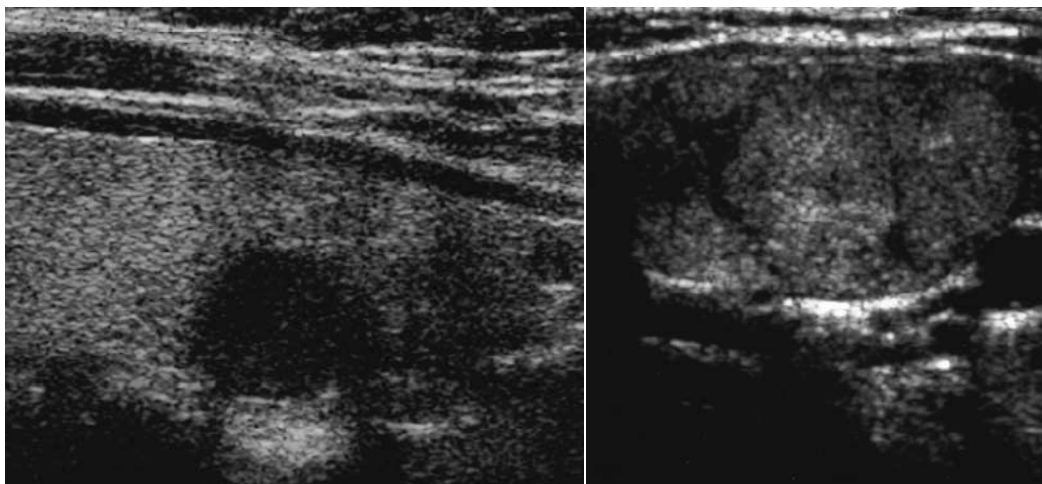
hétérogénéité des carcinomes papillaire à l'échographie (Iannuccilli) [80]
